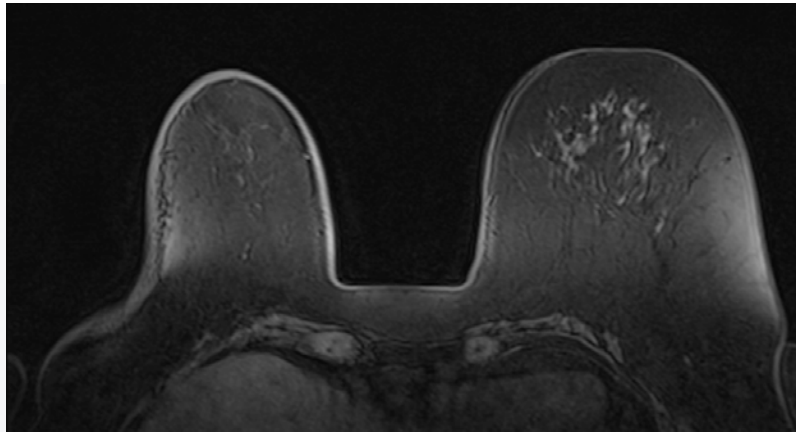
Corte axial de RM bilateral en secuencia T1 contrastada que muestra engrosamiento de la piel de la mama derecha en su cara lateral, en paciente post-radiada.
